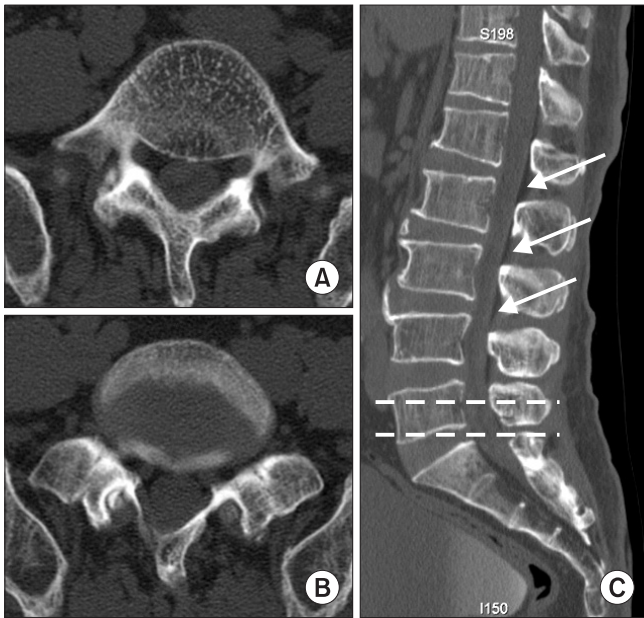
Preoperative computed tomography (A: upper dotted line on C, B: lower dotted line on C) different axial level view and (C) sagittal view showing differences in signal density between the hematoma (isodensity) and epidural fat (low density, arrows).
